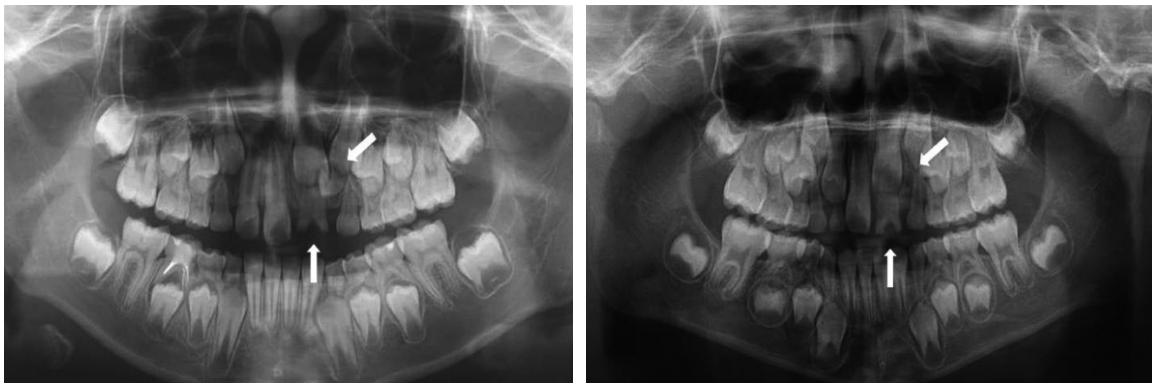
Panoramic radiograph. Delayed eruption of permanent successors caused by the delayed root resorption of primary fused tooth and late developing supernumerary tooth.
